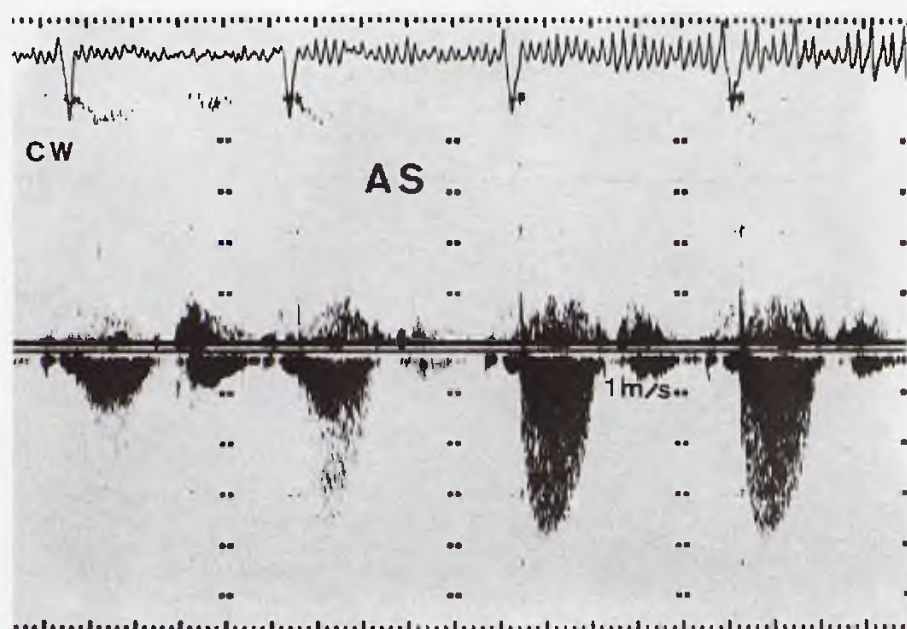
Corba de velocitats del flux aòrtic determinada per Doppler continu (CW) en un cas d'estenosi aòrtica (AS). Registre obtingut per via apical que demostra com lleugeres variacions en l'angulació del transductor poden modificar sensiblement la qualitat del senyal: els dos primers batecs de la figura mostren un espectre de velocitats incomplet.
